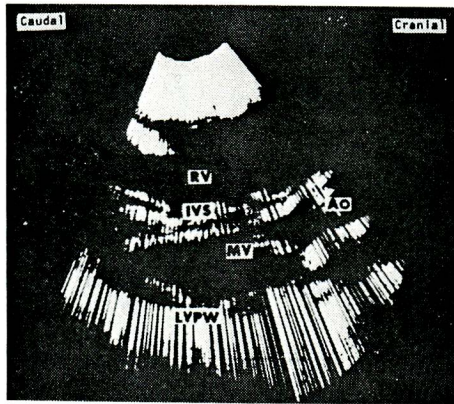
Echocardiogram and cardiac ultrasonogram of case 1
